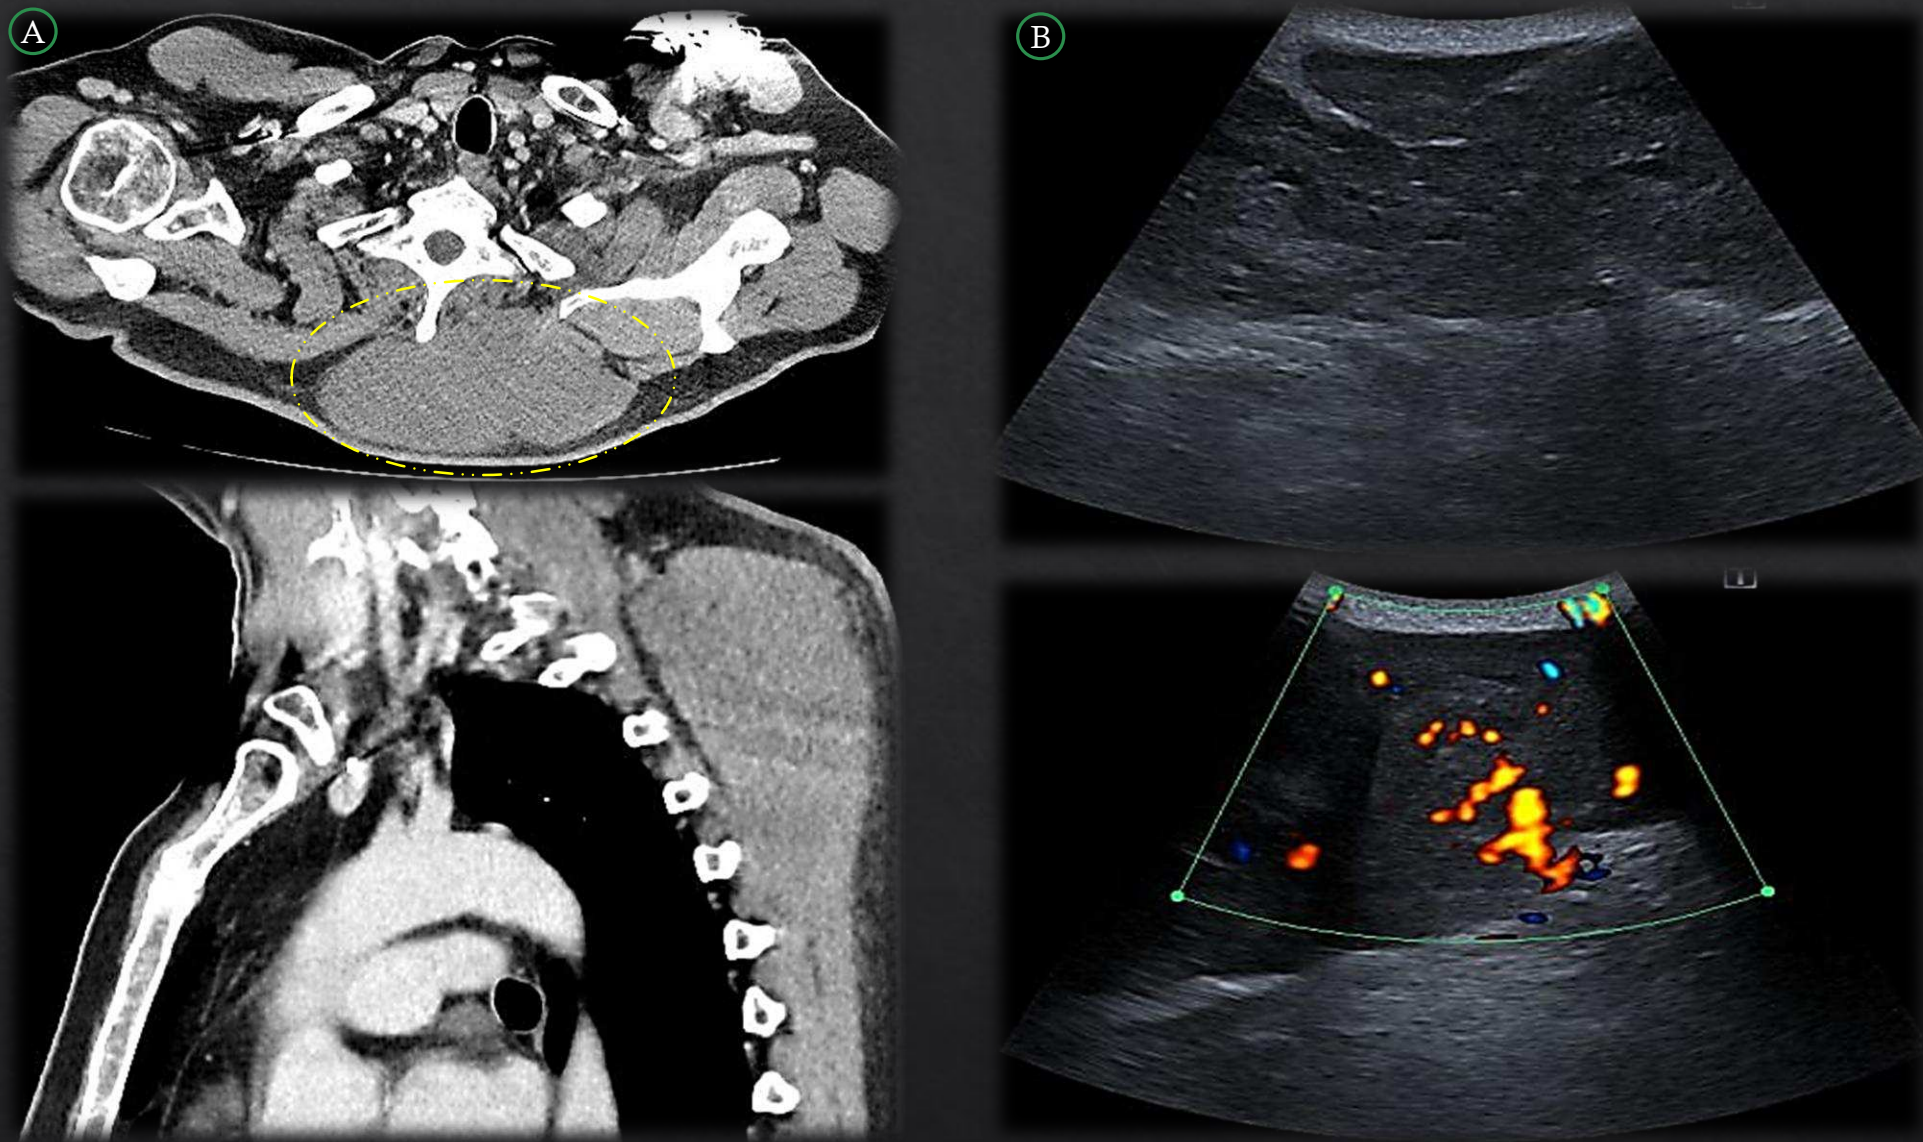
A: TC de tórax con civ plano axial y sagital; B: US corte longitudinal y corte axial con modo Doppler.
